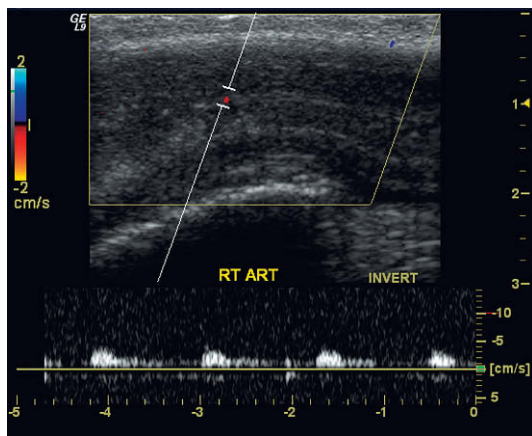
Trazado Doppler espectral durante el estado de flacidez. Las velocidades de flujo están amortiguadas y son relativamente monofásicas.
